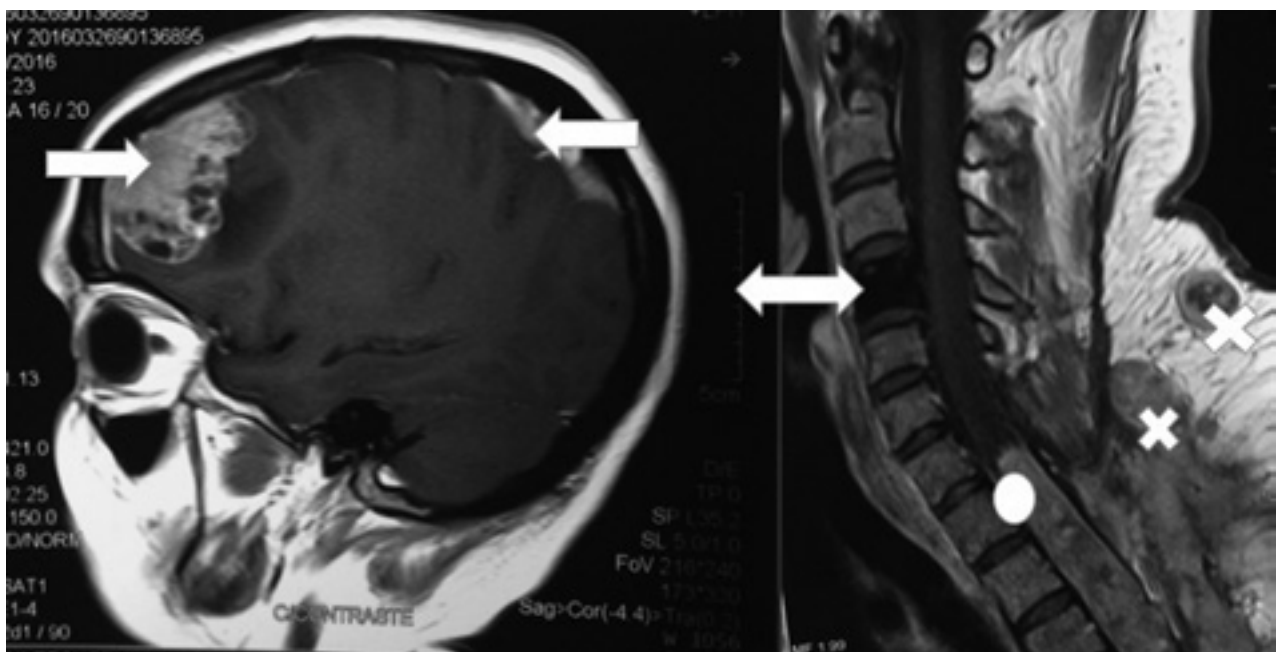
A derecha se observa la Imagen por Resonancia Magnética de cráneo, donde se aprecian dos lesiones sólidas, con realce heterogéneo con contacto dural (flechas blancas). A izquierda: IRM de columna cervical donde se puede ver la sustitución de la vértebra C4 (flecha de cabeza doble), así como dos lesiones sólidas de partes blandas con captación de contraste (x). El círculo señala la extensión de la lesión primitiva que llega hasta la transición C7-T1.
